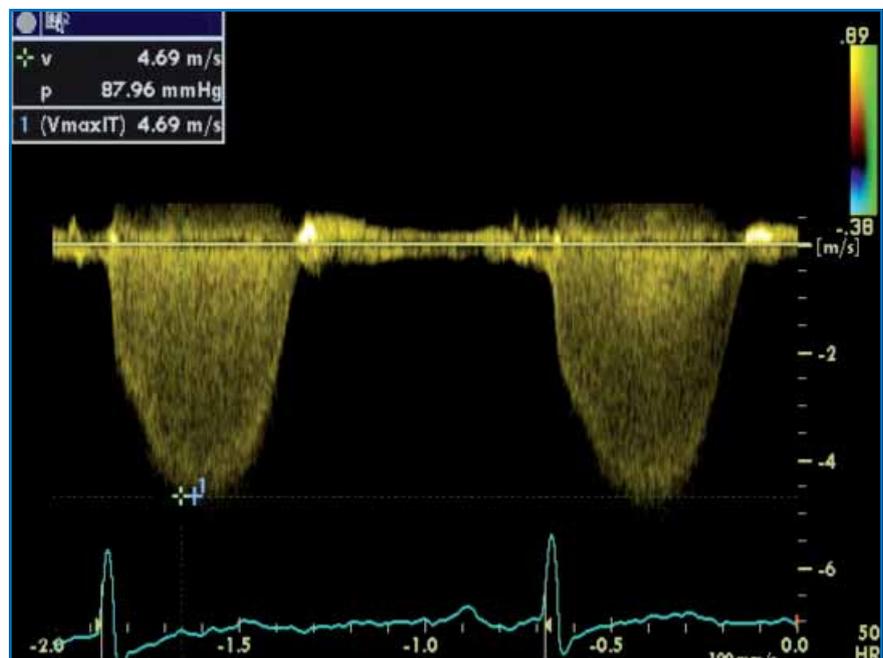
Flux Doppler continu d'insuffisance tricuspide, PAPs à  $87 \pm 10$  mmHg.
